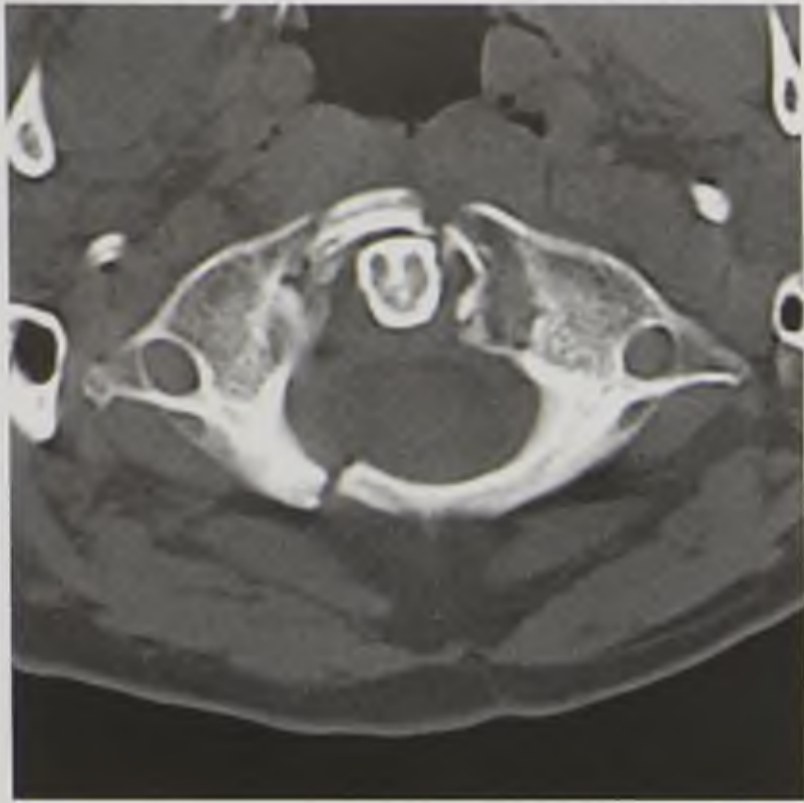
Компьютерная томограмма в аксиальной плоскости. Переломы передней и задней дуг первого шейного позвонка (перелом Джефферсона)
